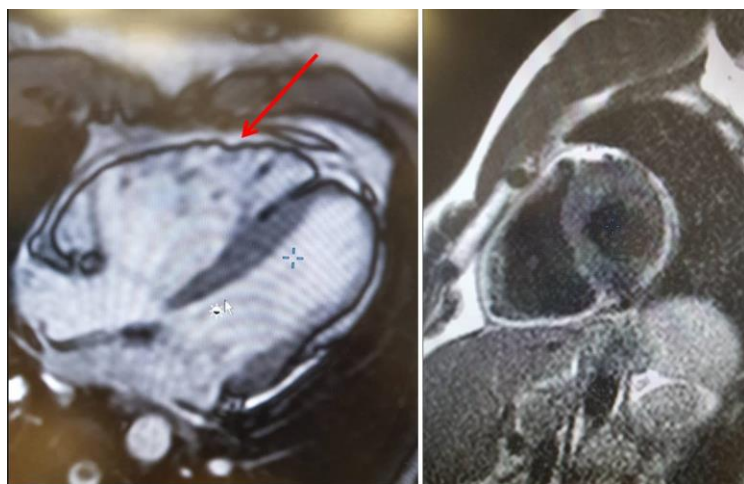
Фрагмент магнитно-резонансной томографии сердца пациента Г.
